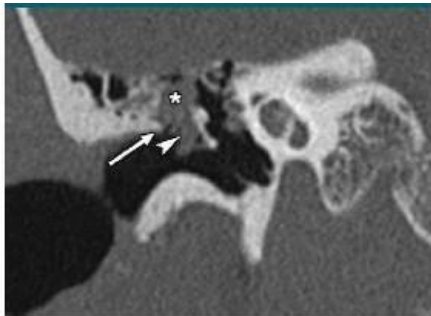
Reconstrucción coronal de un TC de peñascos. En el epitímpano se identifica una lesión de partes blandas redondeada bien definida, medial a la cadena osicular (\*), a la cual desplaza lateralmente (flecha) y produce erosión parcial del yunque y erosión del mango del martillo. Por su localización medial a la cadena osicular y la integridad de la membrana timpánica probablemente corresponde a un colesteatoma congénito.
